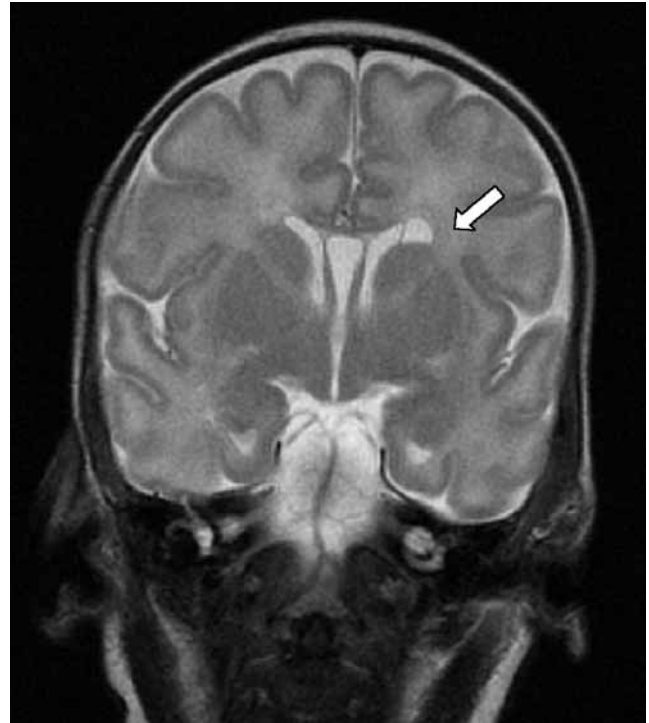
Resonancia magnética cerebral, secuencia T2, que muestra quiste adyacente al ventrículo lateral izquierdo de 8,3 mm.
